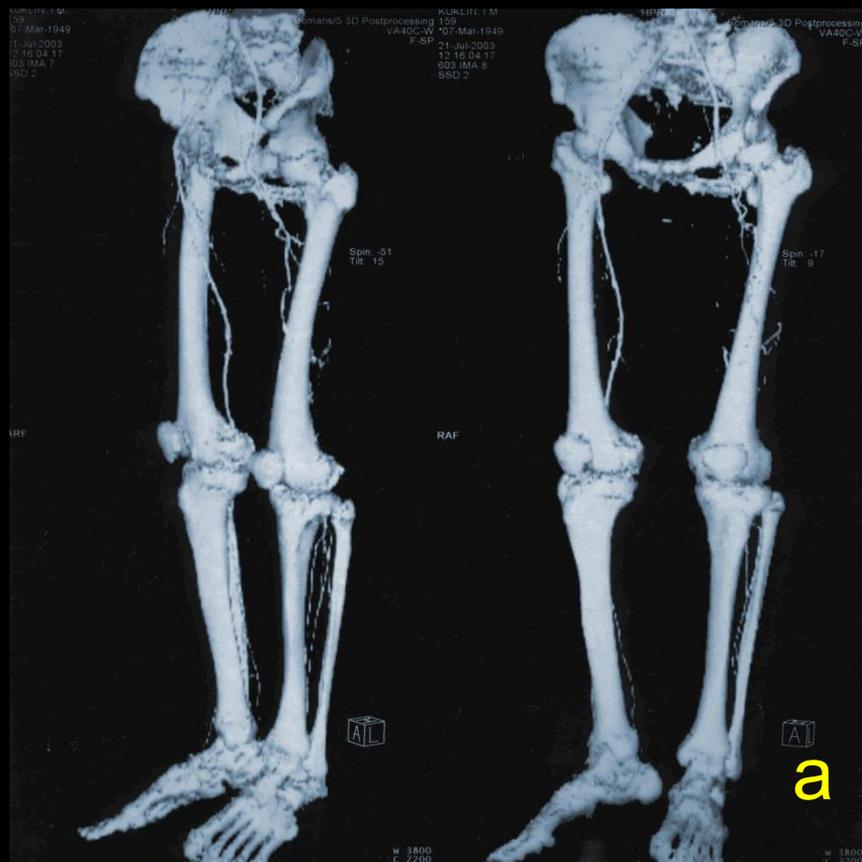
Ангиограмма подвздошных и бедренных артерий, полученная методом КТ-ангиографии
